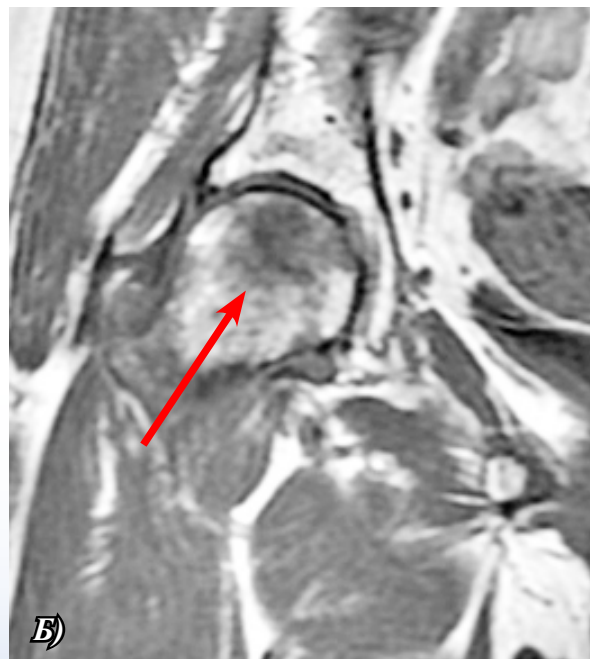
стадия II. На КТ-изображении в субхондральном отделе головки правой бедренной кости расположена зона демаркации географической формы, окруженная ободком остеосклероза (А), на T1-ВИ аналогичные изменения (Б)
